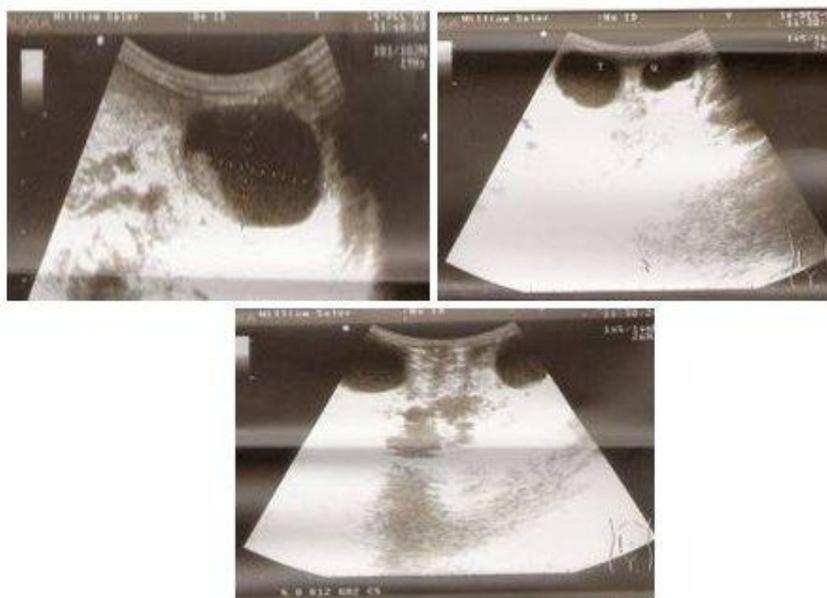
Ultrasonografía antes de la intervención, donde se observa, a la izquierda, posible imagen de quiste de ovario.
